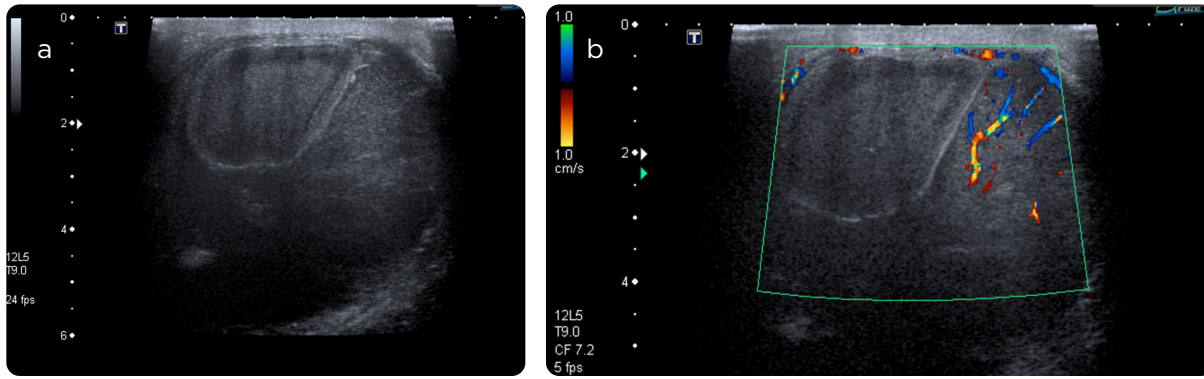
a) En la ultrasonografía del mismo paciente de la figura 3, con linfoma testicular difuso, se identifica una zona isoecoica, bien delimitada por un septo irregular ecogénico. b) A la exploración con Doppler color se confirma el área avascular, atribuible a infarto focal.
